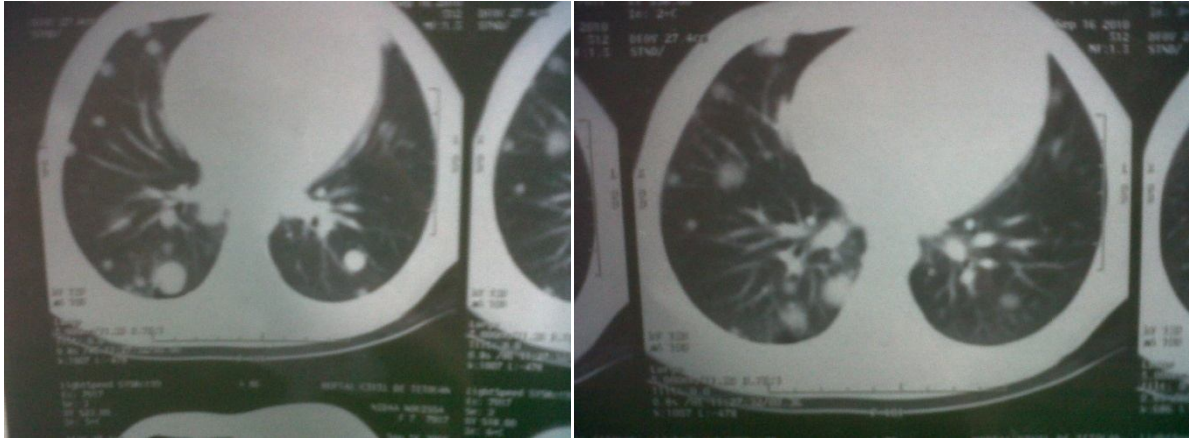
Radiographie du thorax montre des métastases pulmonaires (Photos HER)
